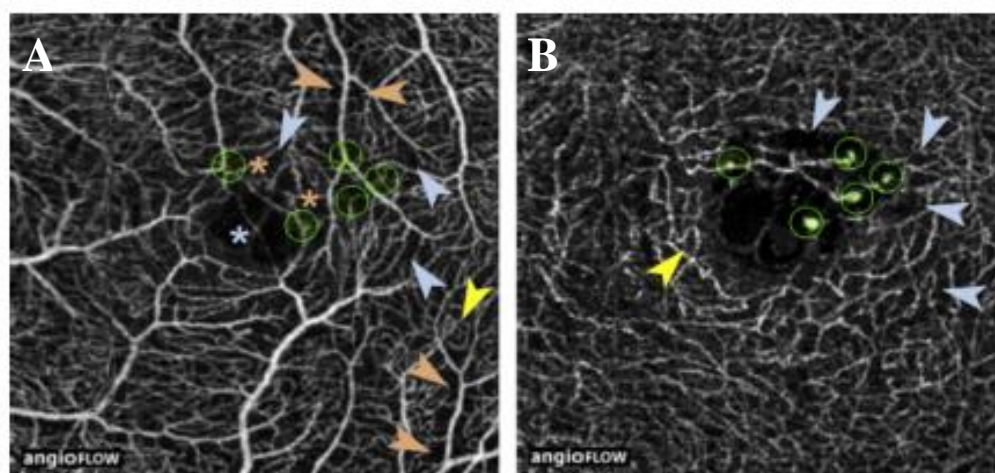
A: OCTA do plexo superficial onde se verifica diminuição ligeira da densidade com algumas áreas com ausência de perfusão (setas azuis), próximas à localização das dilatações focais no plexo profundo (círculos verdes). *Loops* são assinalados pelas setas amarelas, Capilares moderadamente dilatados (setas laranjas). O asterisco azul assinala um capilar anormal a atravessar a ZAF; B: os círculos verdes correspondem a dilatações microvasculares focais. Depleção capilar com maior gravidade assinalada por setas azuis. Adaptado de Matet, A., Daruich, A., Dirani, A., Ambresin, A. & Behar-Cohen, F. *Macular Telangiectasia Type 1: Capillary Density and Microvascular Abnormalities Assessed by Optical Coherence Tomography Angiography*. Am. J. Ophthalmol. 167, 18–30 (2016)
